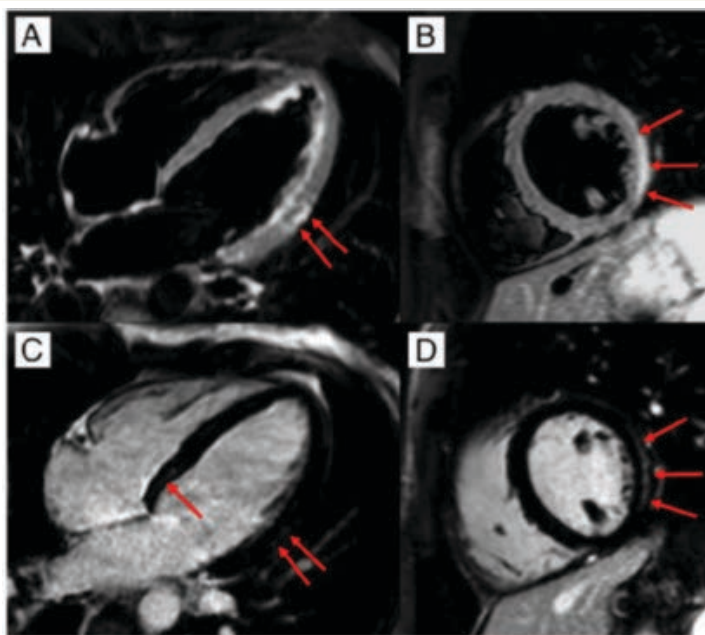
A y B: Imágenes de cardioresonancia de un paciente con miocarditis que muestran edema focal en subepicardio de pared lateral medioventricular izquierda. C y D: realce tardío con gadolinio en las mismas zonas
